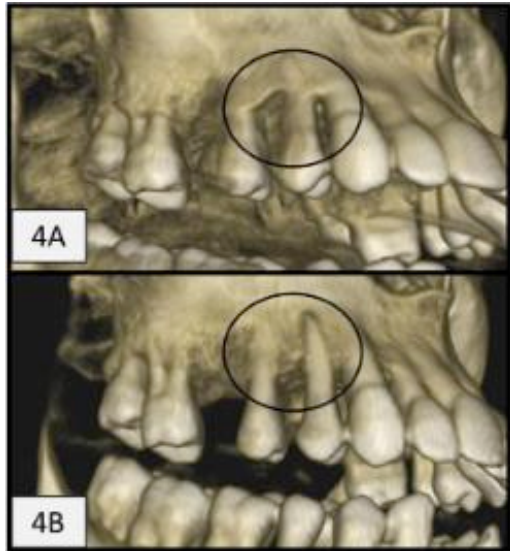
CBCT pre-tratamiento
